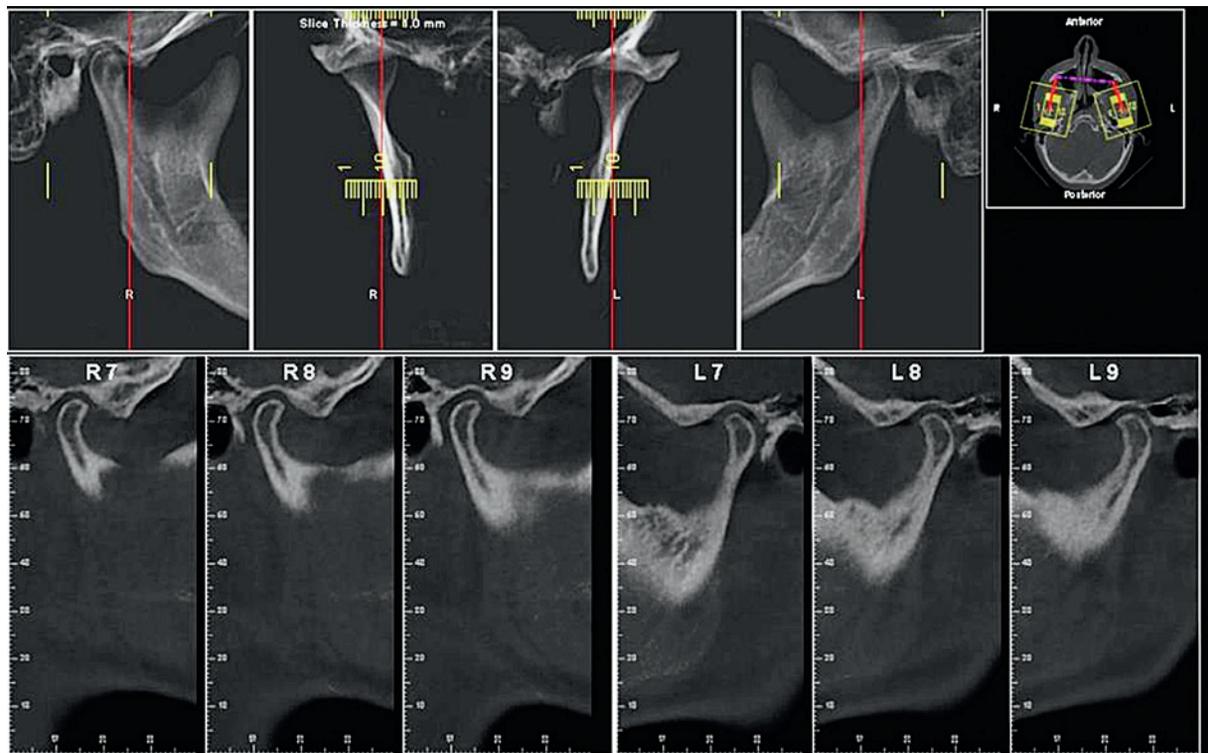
КТ картина пациента с ВРД (описание в тексте)
